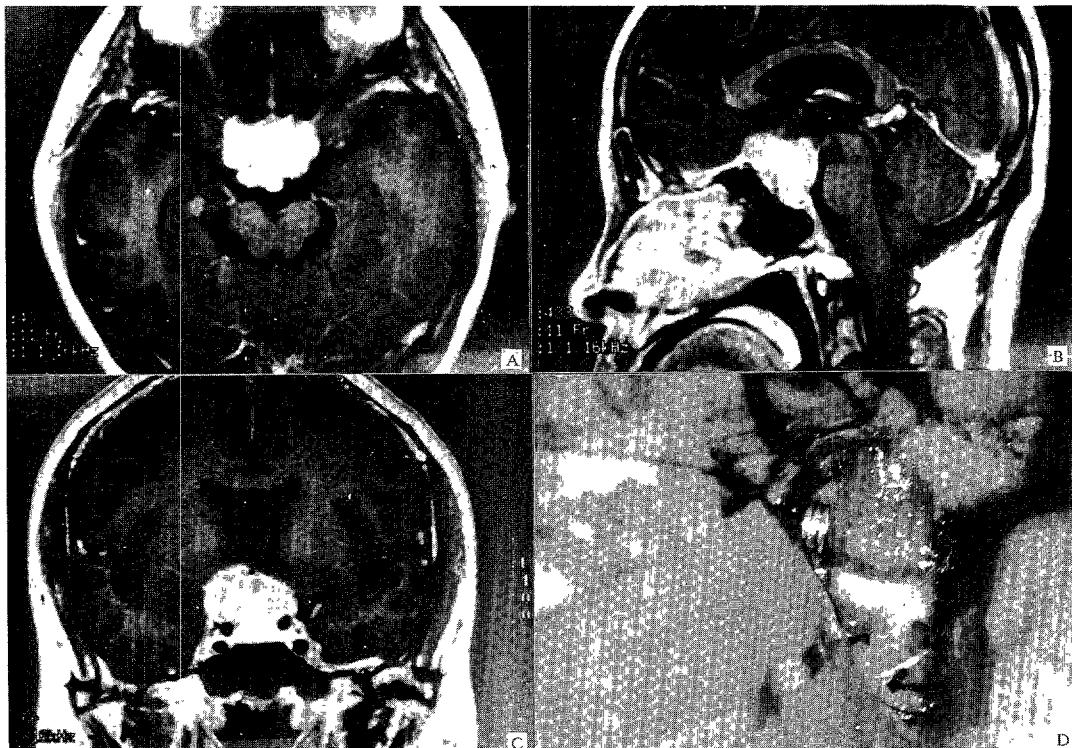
MR images and angiographic findings of case 3.
